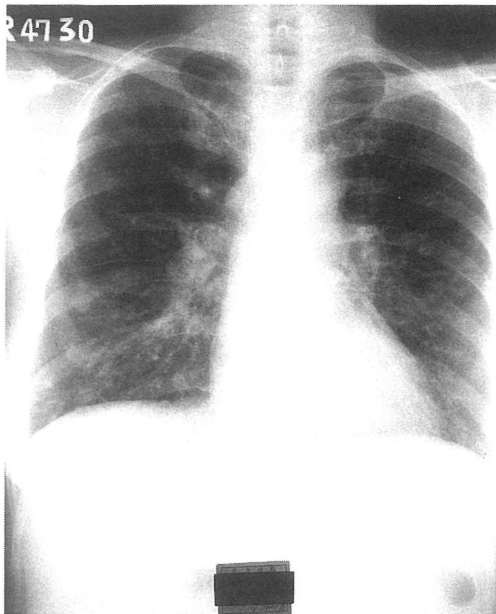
Chest X-ray on October, 1995, showing bilateral interstitial pattern and right hilar lymphadenopathy.
